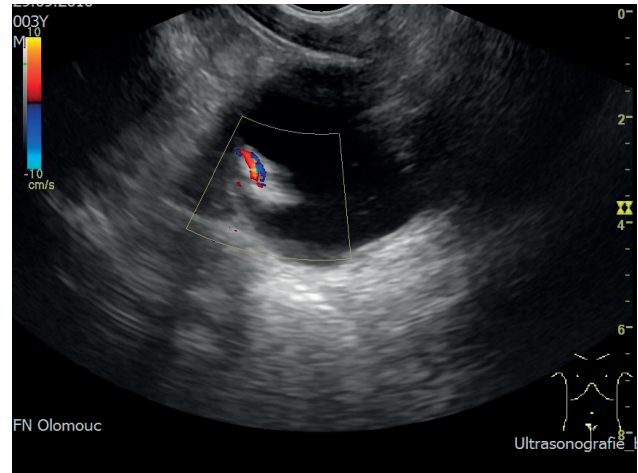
Transabdominal sonography - sagittal view, urinary bladder with tumour with color-flow mapping.
